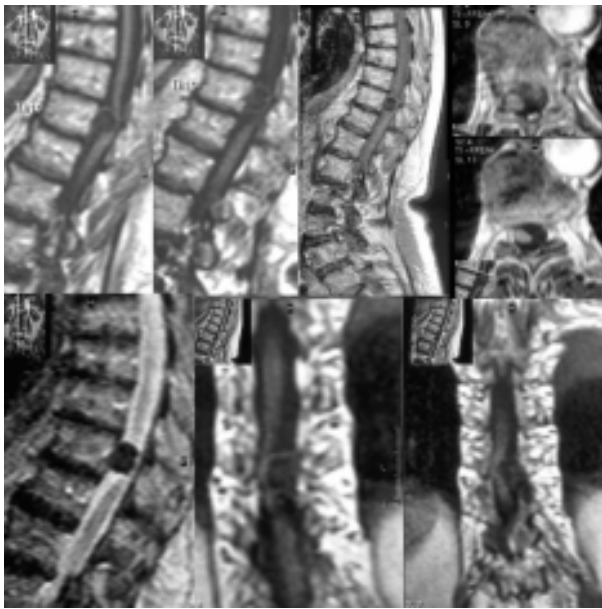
МРТ грудного отдела позвоночника в T_1 и T_2 режимах: на уровне T_{IX} - T_X позвонков определяется гиперинтенсивное гомогенное экстрамедуллярное новообразование в виде шаровидного образования, прилегающего к вентролатеральным структурами дурального мешка (менингиома). Больная Ш., возраст — 70 лет
